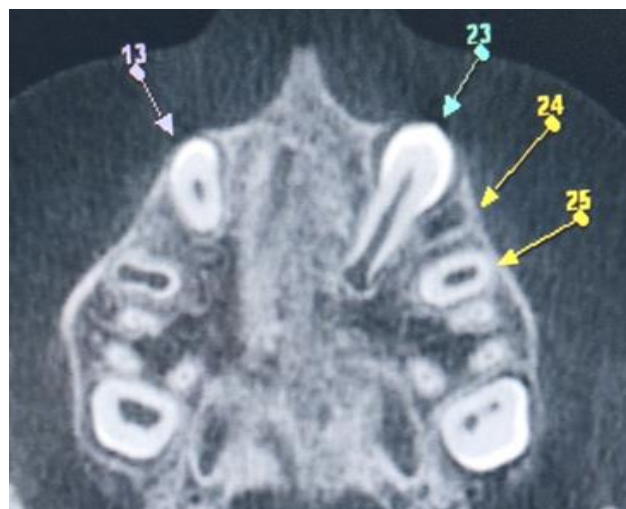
Tomografia inicial – corte axial: Vista oclusal superior.
